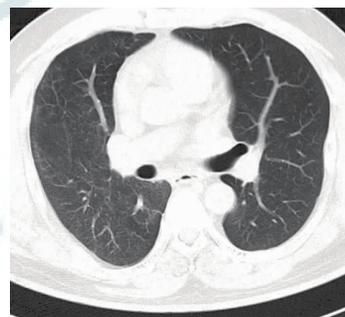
山东省首例人感染 H7N9 禽流感重症肺炎患者 2013 年 6 月 14 日返院复查时,胸部 CT 示未见明显继发性肺纤维化改变
